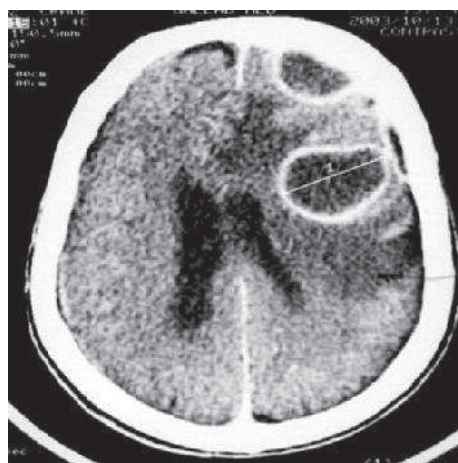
TDM cérébrale, coupe axiale avec PDC : ESD et abcès cérébraux frontaux gauches
